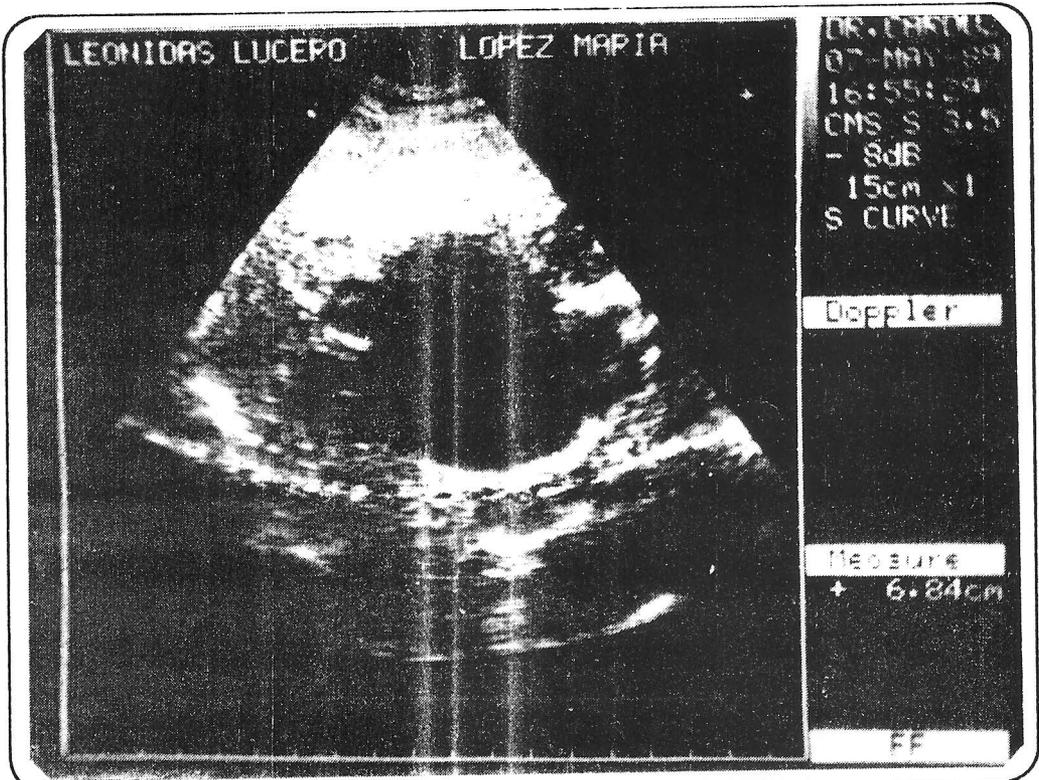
Ecografía abdominal en la que se aprecia el quiste hepático que fue punzado.
